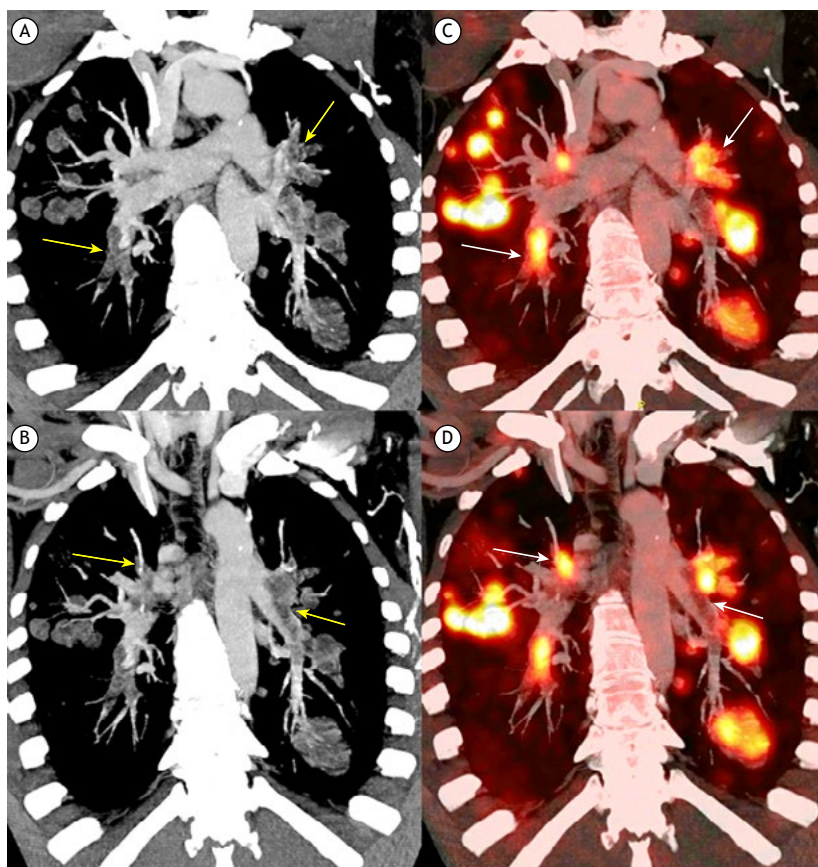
Em A e B, imagens de TC com reformatação coronal oblíqua e técnica de projeção de intensidade máxima (MIP, do inglês *maximum intensity projection*) mostram a extensão das falhas de enchimento intravasculares (setas amarelas). Enquanto as falhas mais extensas e nodulares são facilmente vistas como lesões tumorais, aquelas confinadas ao espaço intravascular são mais difíceis de diferenciar da tromboembolia não tumoral. Em C e D, imagens fundidas de PET/TC coronal oblíqua demonstram a extensão do hipermetabolismo de FDG (setas brancas). As imagens fundidas podem separar as falhas de enchimento que não apresentam avidade por FDG e, portanto, são lesões não tumorais daquelas que apresentam hipermetabolismo significativo indicando embolia tumoral intravascular.
